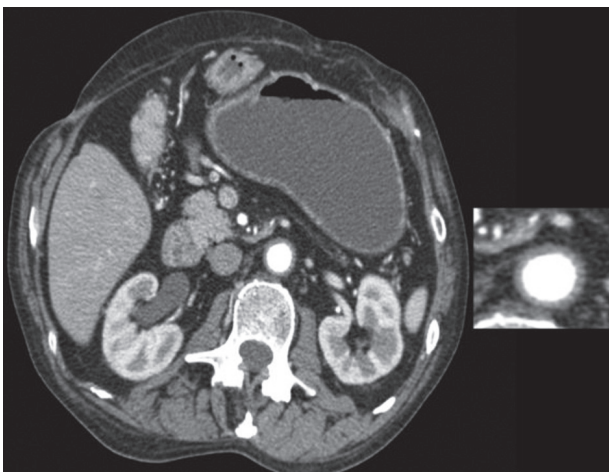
TC de abdomen sin medio de contraste. Se observa engrosamiento de la pared de aorta abdominal.
